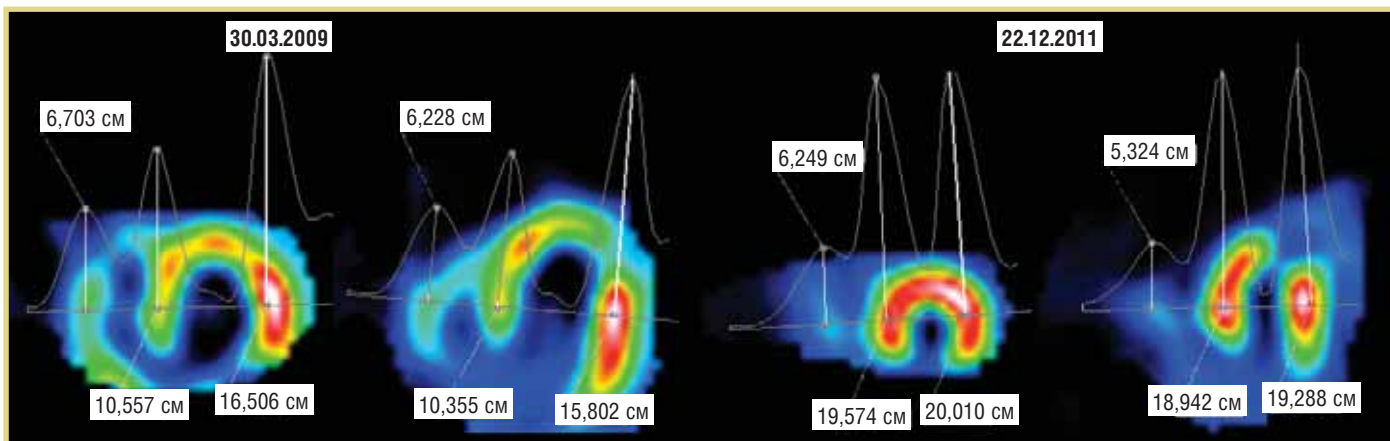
Профильные кривые срезов изображений перфузии желудочков сердца; срединные срезы в коронарной и трансверсальной плоскостях; изменения соотношения перфузии миокарда боковых стенок ЛЖ, ПЖ и межжелудочковой перегородки у больной ИБС через 2 года после начала СРТ; исходный ФК НК по NYHA – IV, спустя 2 года – I; при количественной оценке соотношение максимального счета активности в боковой стенке ЛЖ и МЖП (16,5+15,8)/(10,6+10,4)=1,54; через 2 года после СРТ это соотношение: (20,0+19,3)/(19,6+19)=1,018 (объяснения в тексте)
